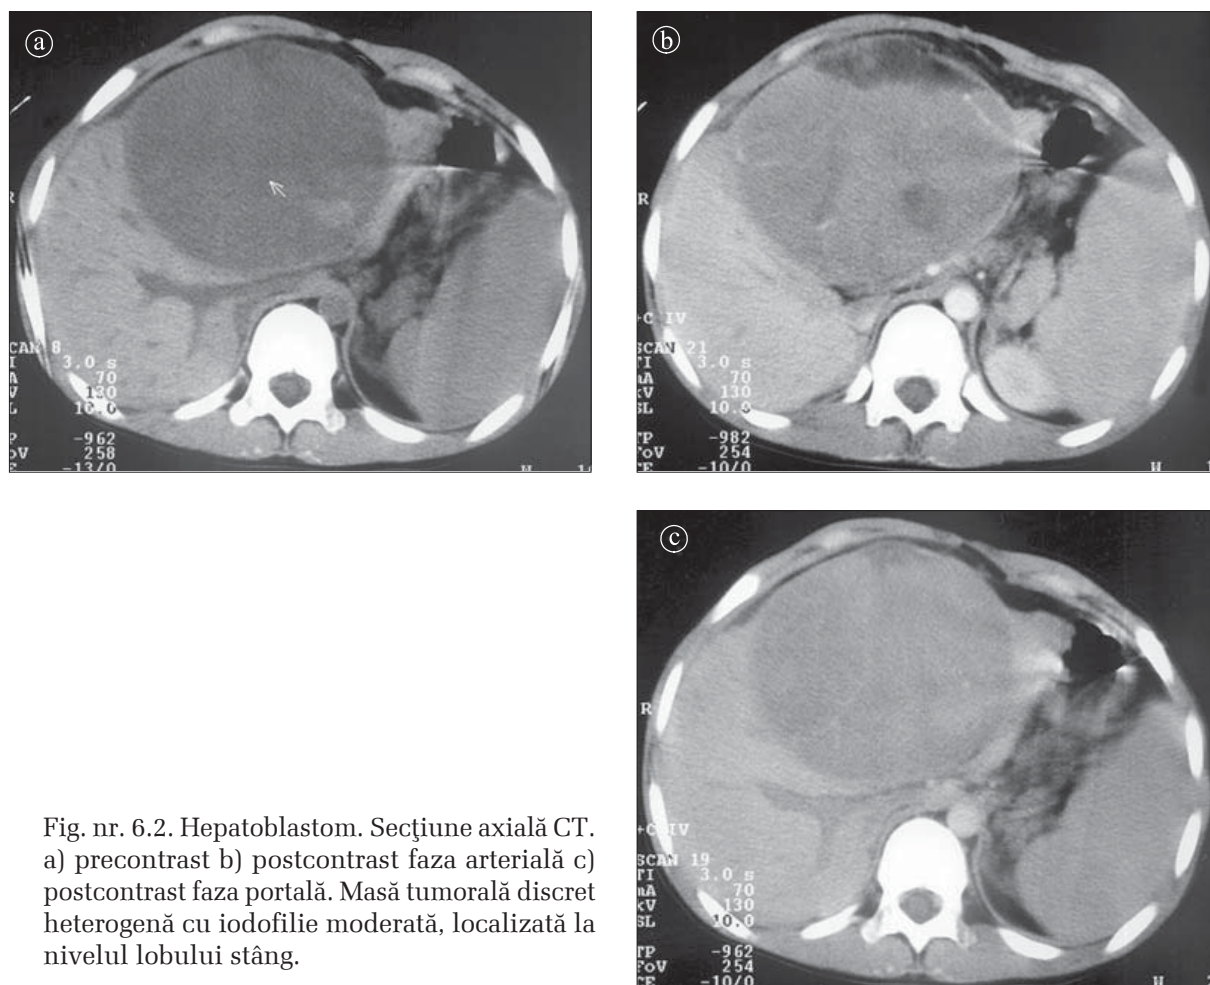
Hepatoblastom. Secțiune axială CT. a) precontrast b) postcontrast faza arterială c) postcontrast faza portală. Masă tumorală discret heterogenă cu iodofilie moderată, localizată la nivelul lobului stâng.
